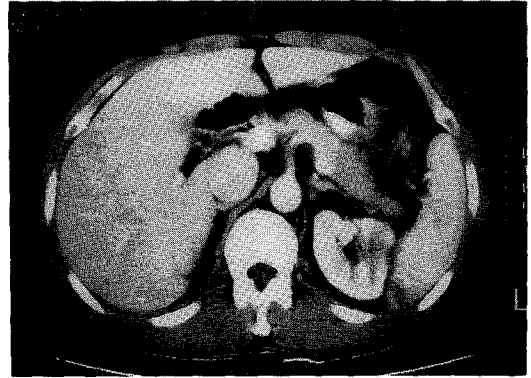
Abdominal CT showed multiple wedge shaped low attenuated lesions in both kidney and spleen
